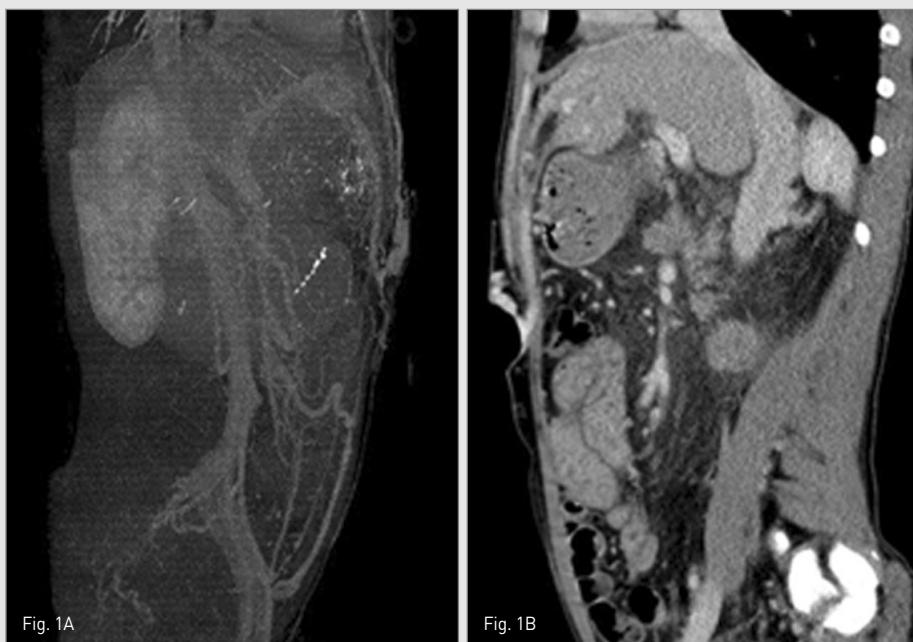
A-B. MIP image and sagittal view of CT scan show recanalized umbilical vein supplying umbilical varix in the abdominal wall. The umbilical varix drains into the superficial epigastric vein.
